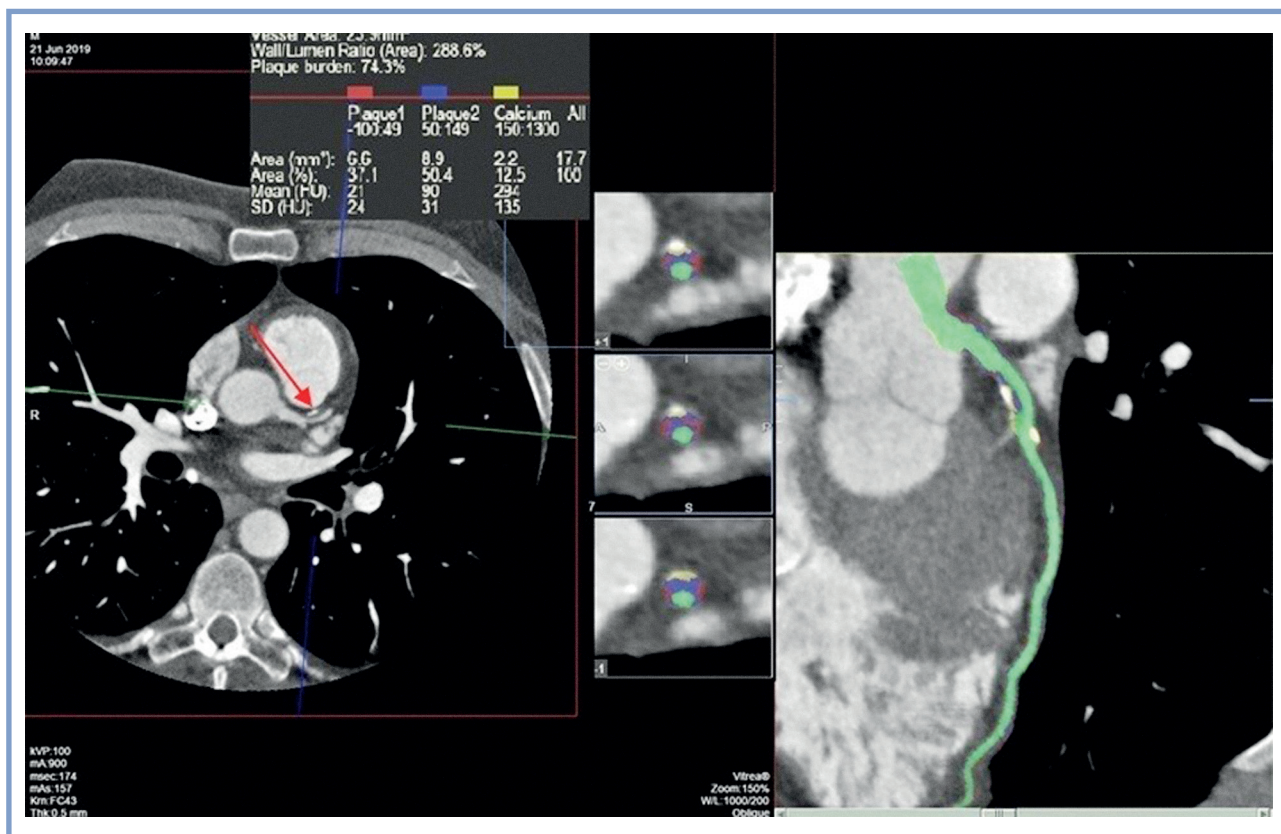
КТ-ангиография. Изображения обработаны с помощью рабочей станции Vitrea с использованием программного обеспечения с полуавтоматическим анализом с возможностью коррекции данных оператором.
